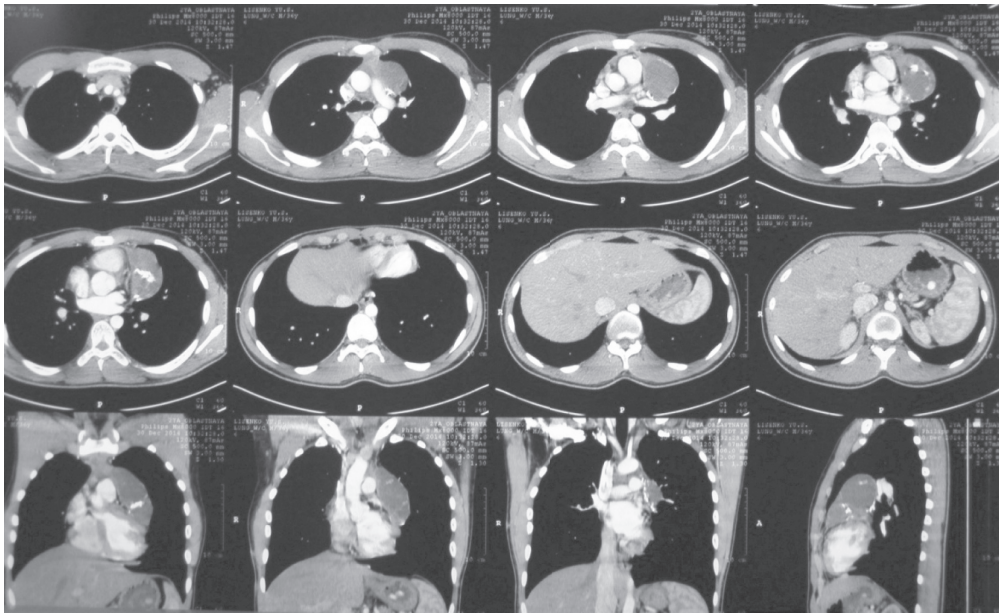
Комп'ютерна томографія після першого етапу оперативного лікування.
